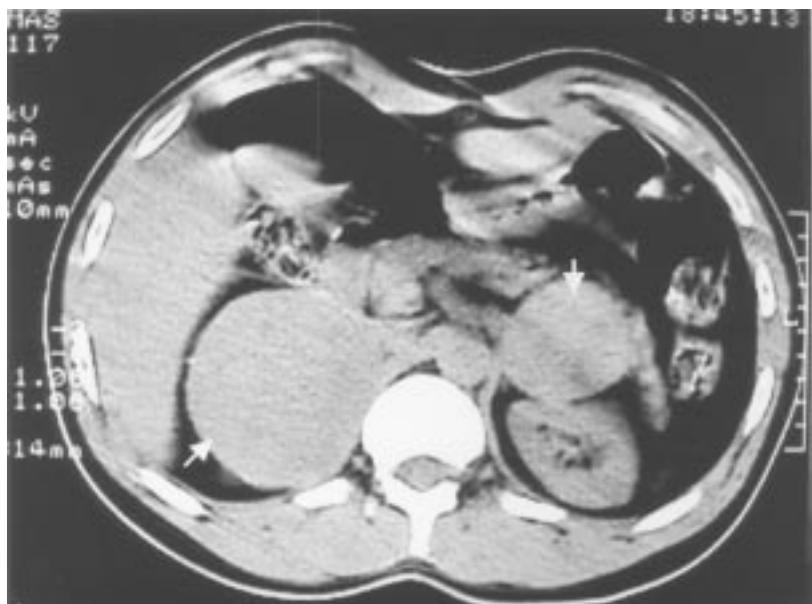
TAC de abdomen. Obsérvese las dos masas suprenales (flechas)
